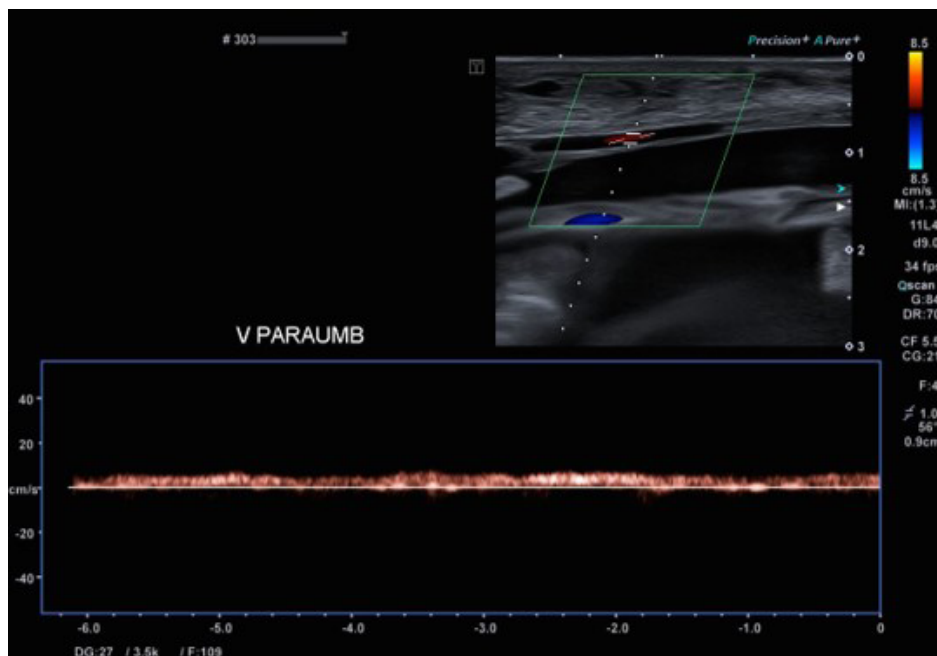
Análise da veia paraumbilical ao Doppler pulsado
